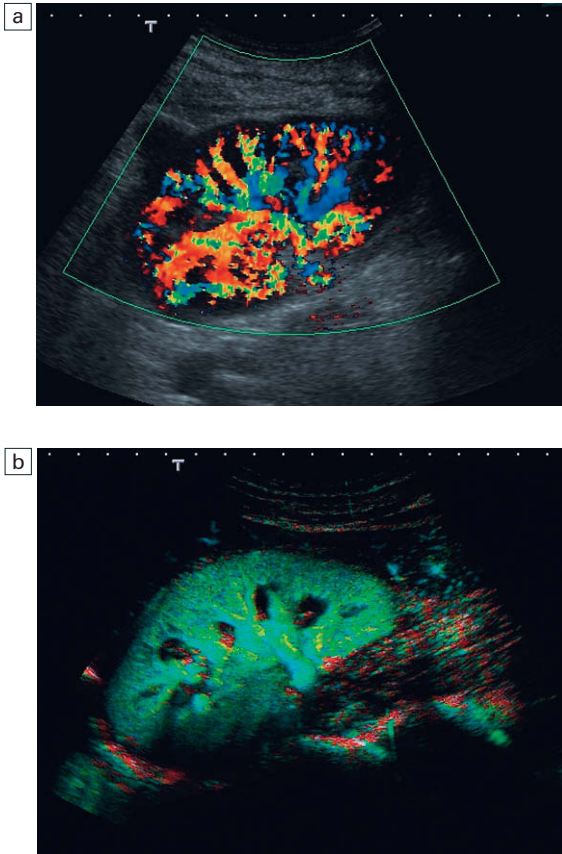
a) Imagen Doppler de flujo en color que demuestra la potenciación de la señal de color en los vasos intrarrenales tras la inyección del contraste. b) Imagen de armónicos con pulso de inversión en modo de destrucción de burbujas-reperusión en la que se demuestra la perfusión parenquimatosa.
